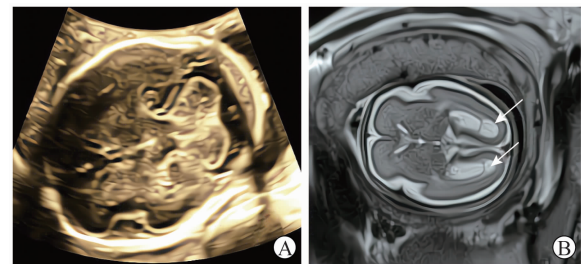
新型冠状病毒感染孕妇引产胎儿颅脑的超声及 MRI 表现
